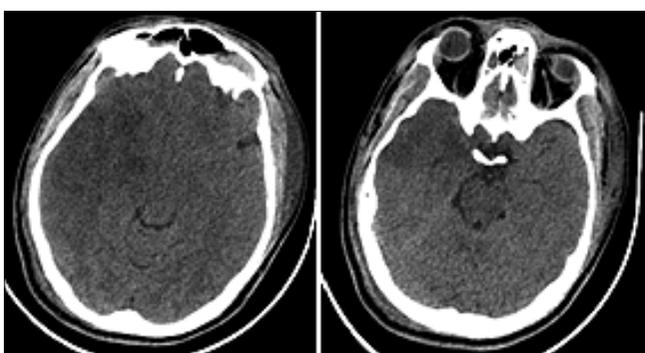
Tomografía axial computarizada simple de cráneo de base a convexidad a las 24 horas de evolución.
